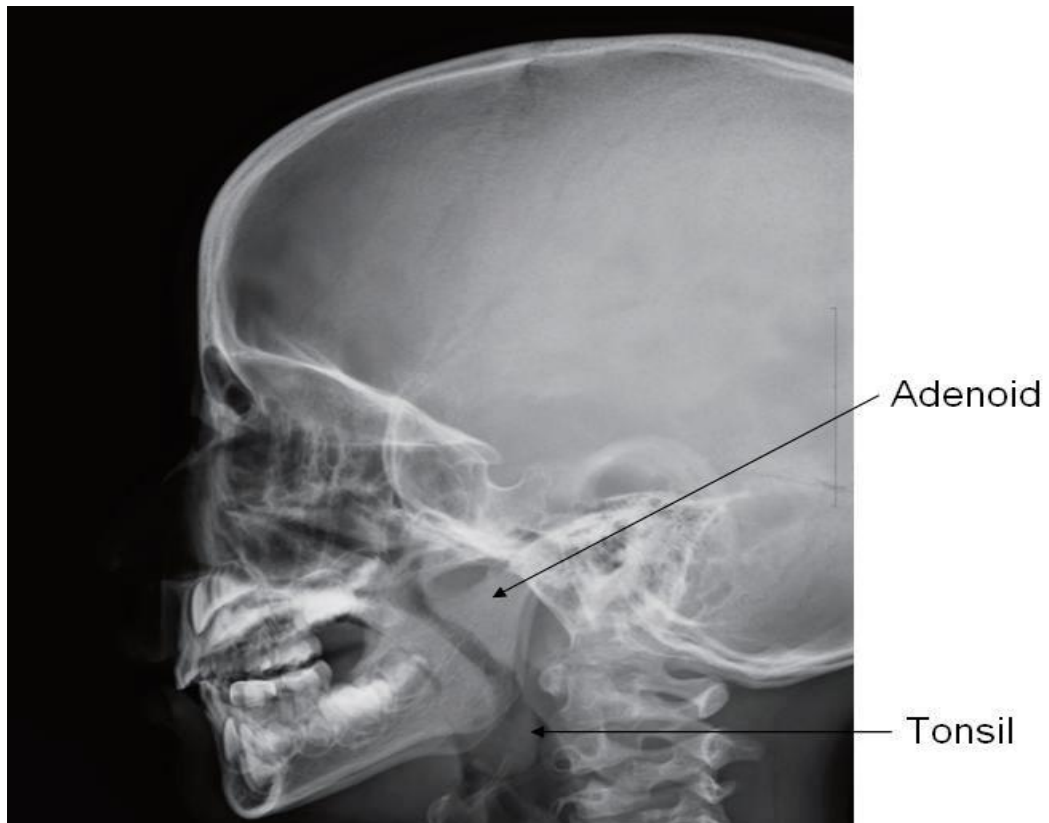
Téléradiographie de profil du crâne [22]
